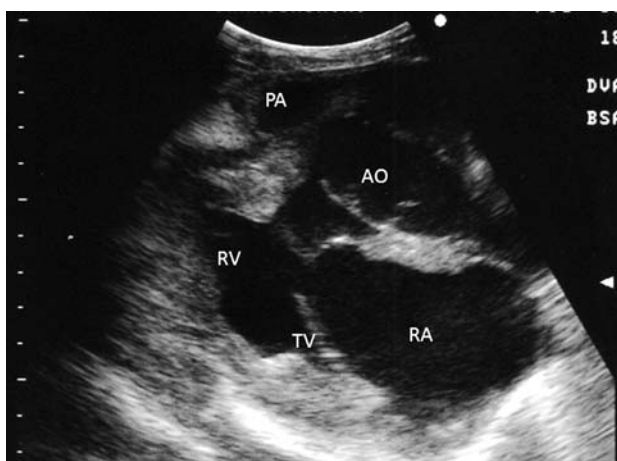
左側心基底部の心エコー検査所見。肺動脈(PA)の狭窄、および右心室(RV)から起始する大動脈(AO)の拡張が認められた。
